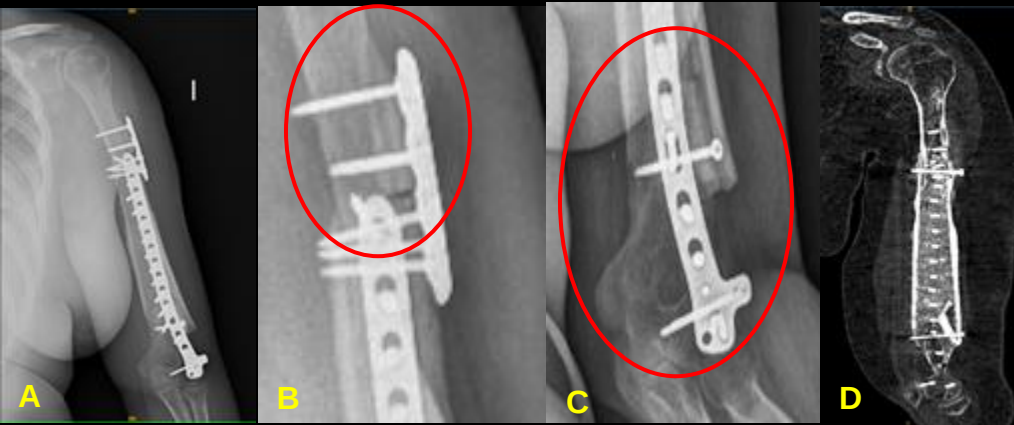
A: Rx panorámica. B: Integración del aloinjerto a proximal. C: Integración distal del aloinjerto. D: TAC que demuestra integración y consolidación.
